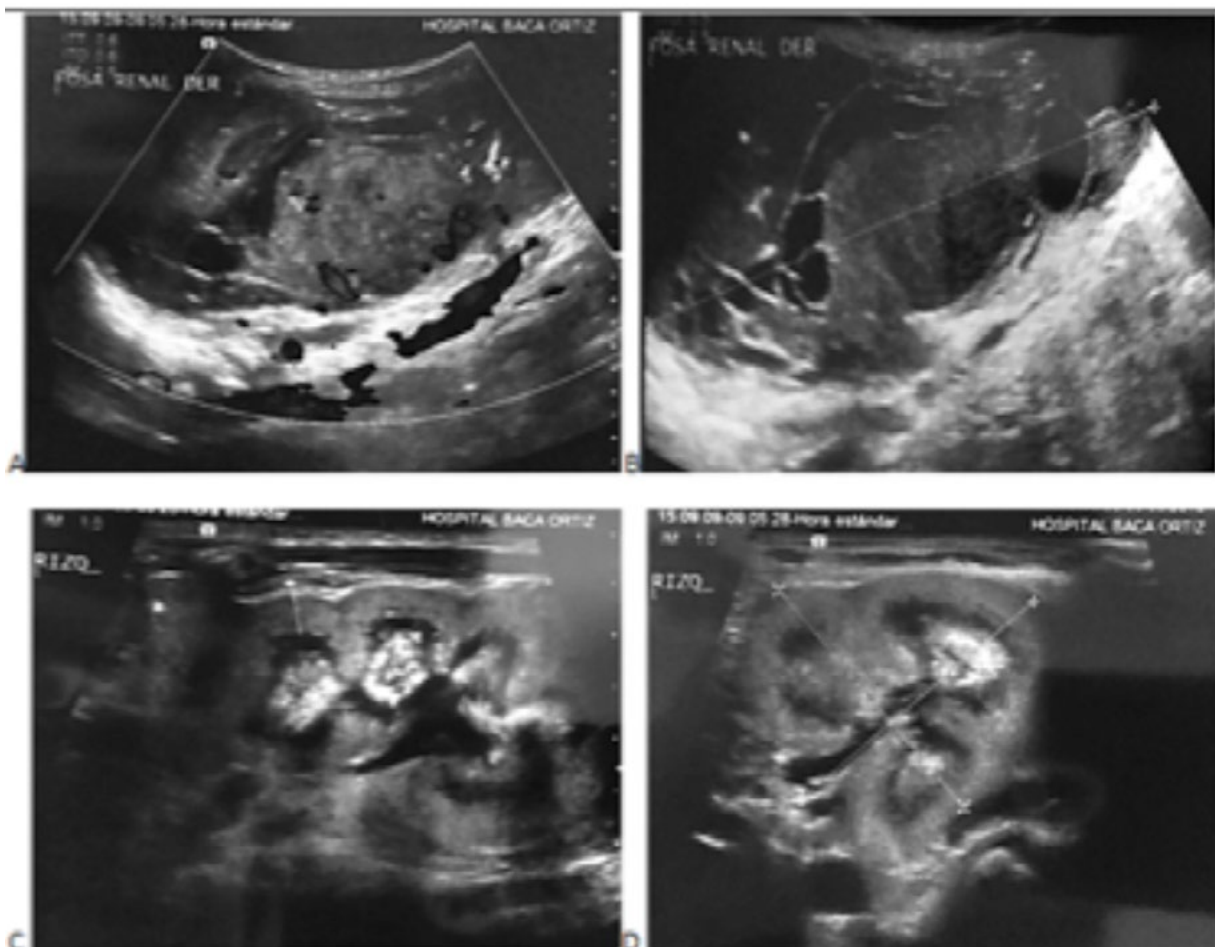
Ecografía de abdomen: A - B) Masa heterogénea localizada en fosa renal derecha con vascularidad central y periférica al Doppler color. No se observa parénquima renal sano. C-D) Riñón izquierdo que muestra aumento de tamaño e hiperecogenicidad de las pirámides.
